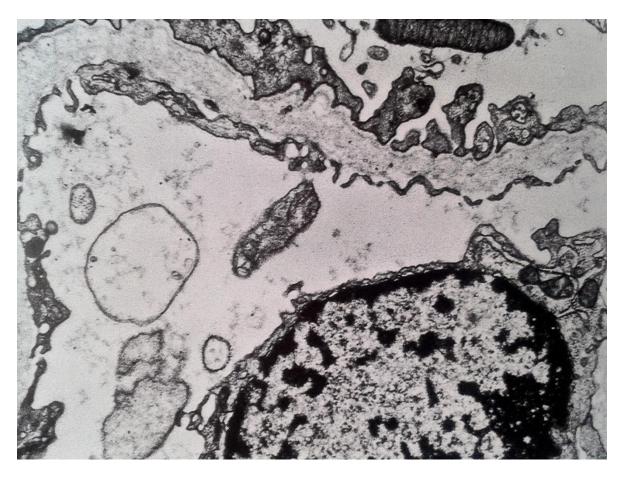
SINDROME DE ALPORT. SE ILUSTRA ASPECTO IRREGULAR MOTEADO DE LA LESIÓN TRENZADA. NO EXISTEN DEPOSITOS INMUNES Y LOS PEDICELOS SUPRAADYACENTES ESTAN BORRADOS SÓLO DE FORMA PARCIAL. EL ASPECTO LAMINADO ES MUY CARACTERÍSTICO, PERO TAMBIEN PUEDEN VERSE PEQUEÑAS REGIONES QUE CURSAN CON CICATRIZ. (MET, X9.750)
